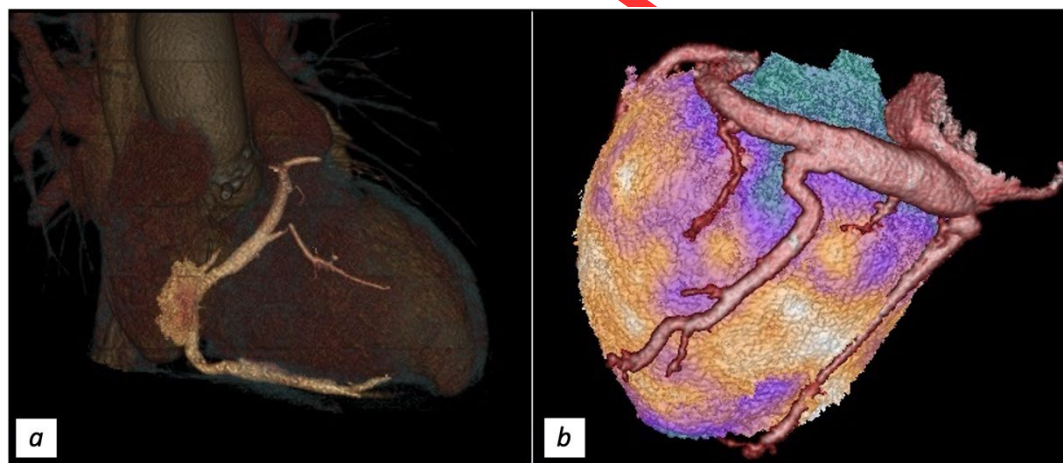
3D-реконструкция сердца и коронарного синуса: *a* — модель по данным компьютерной томографии; *b* — совмещение данных компьютерной томографии коронарных вен с результатами перфузионной сцинтиграфии миокарда левого желудочка.
